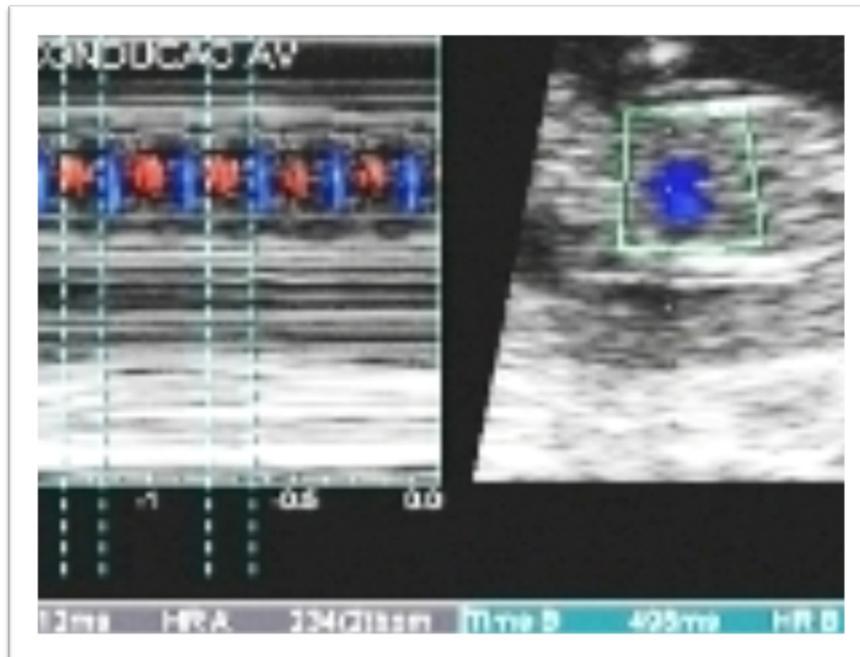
Ecocardiograma Fetal Modo-M demostrando ritmo sinusal con FC entre 234-240 bpm. A cada contracción atrial le sigue una ventricular (conducción A-V 1:1), con intervalos A-V y V-A semejantes.
